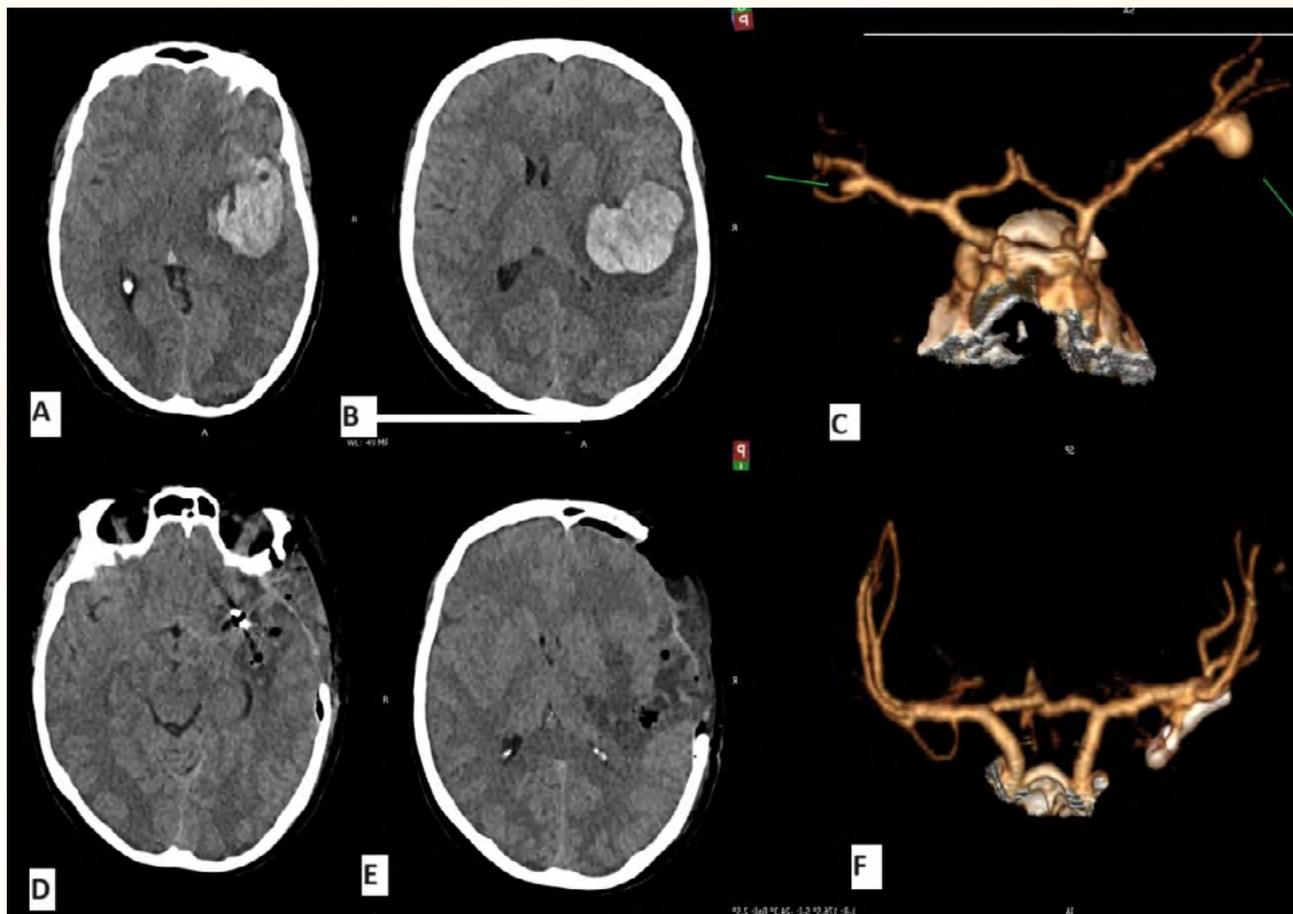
А и В – КТ снимки САК и ВМГ левой теменно-височной области в результате разрыва мешотчатой аневризмы М1 сегмента левой СМА; С – КТ ангиография сосудов головного мозга (3D-реконструкция): выявлены 2 мешотчатые аневризмы на развилке М1 сегмента обеих СМА (левая с разрывом); D и E – КТ снимки после оперативного лечения: расширенная птериональная декомпрессия слева с удалением ВМГ левой теменно-височной области и клипированием мешотчатой аневризмы М1 сегмента левой СМА; F - КТ ангиография сосудов головного мозга (3D-реконструкция): наложение клипсы на шейку аневризмы, состояние после операции
